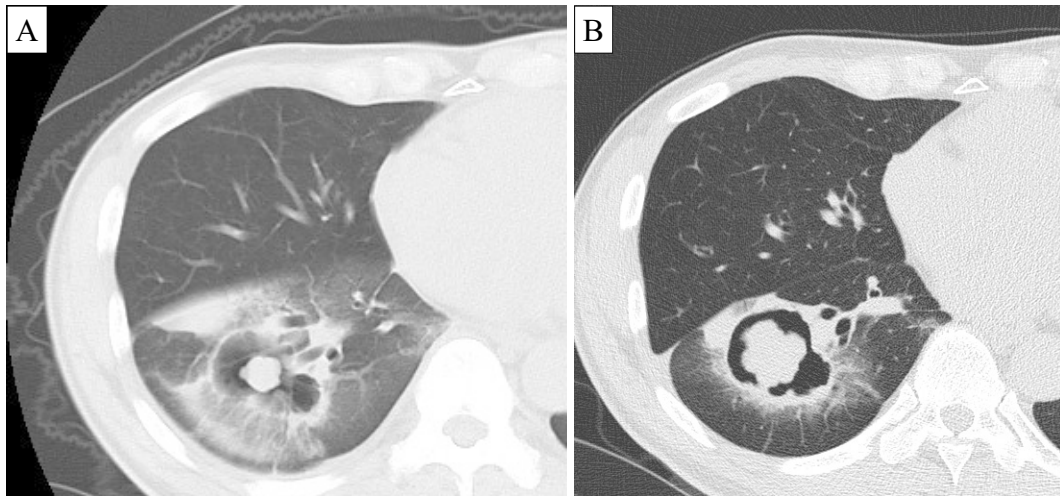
Chest CT showed a 4.5 cm mass with a thin-walled cavity in the right S⁶ area, a 1.2 cm nodule inside the cavity, and extensive consolidation on the peripheral side of the mass (A). Chest CT showed that the mass in the right S⁶ area had increased to 5.0 cm, the cavity wall was thickened, and the nodule inside the cavity had increased to 4.0 cm (B).
